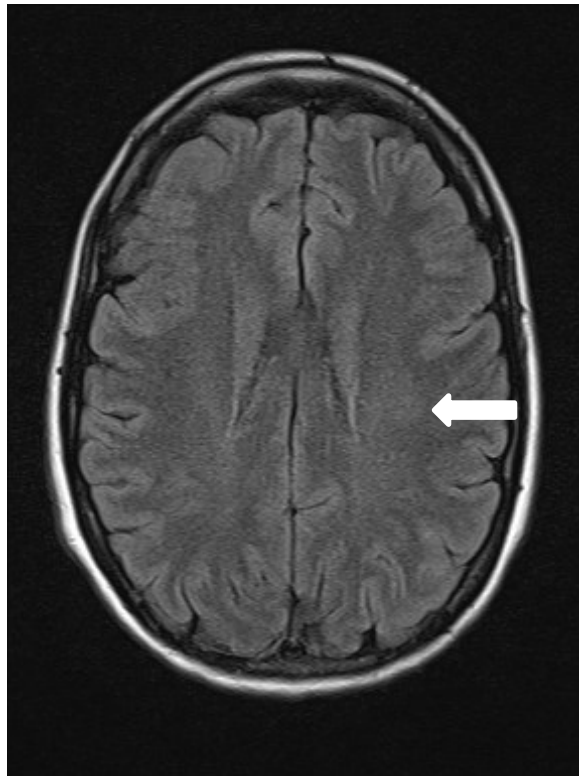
(mit freundlicher Genehmigung zur Verwendung der Abbildungen durch Prof. Dr. med. Karlheinz Hauenstein, Direktor des Institut für Diagnostische und Interventionelle Radiologie der Universitätsmedizin Rostock) Die Abbildungen zeigen eine Läsion im linken Marklager einer 30-jährigen Patientin mit Wortfindungsstörungen und dem Auftreten von Doppelbildern; A: T2-gewichtete Aufnahme; B: ADC-map; C: DWI-gewichtete Aufnahme
